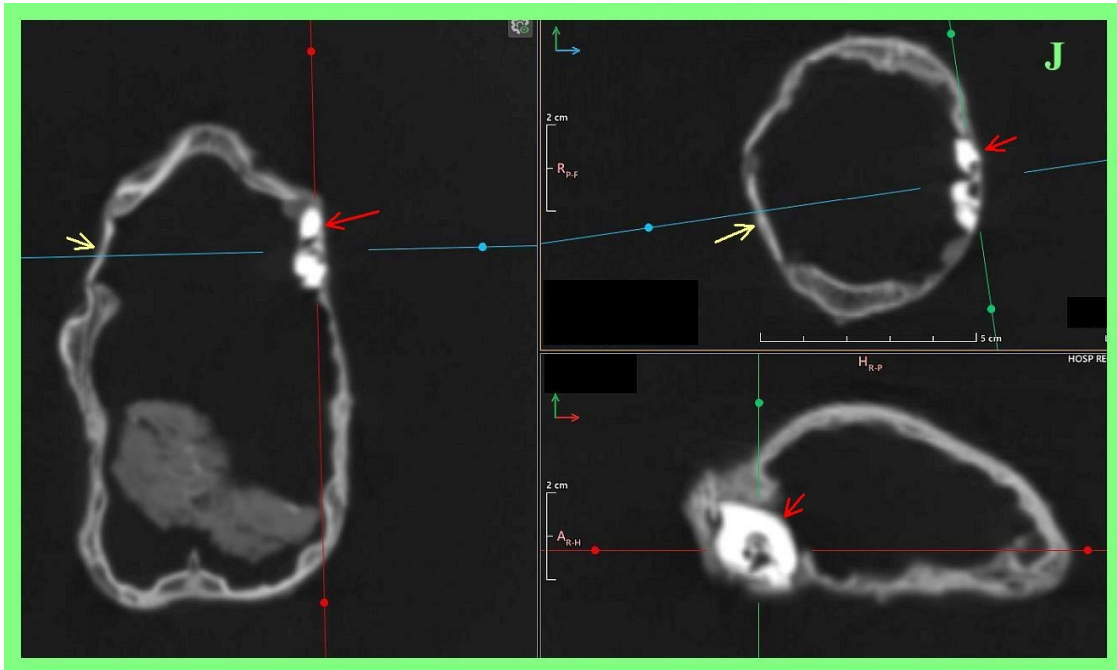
TC 2D con reconstrucción multiplanar que muestra la cápsula ótica izquierda hiperdensa (flecha roja) en 'Alberto'. La cápsula ótica derecha está ausente y ha sido reemplazada por una pieza plana de hueso (flecha amarilla). Esta apariencia podría haber ocurrido si la cápsula ótica derecha hubiera sido resecada quirúrgicamente y el defecto rellenado con injerto óseo.
